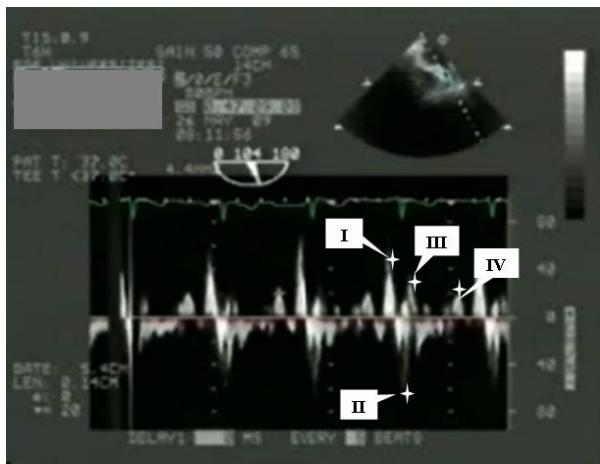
Sol atriyal apendiks kavitesinden noktasal Doppler ile alınan akımların gösterilmesi A) Noktasal Doppler örneklem hacminin nereye konulduğu B) Sol atriyal apendiks akım trasesi.
